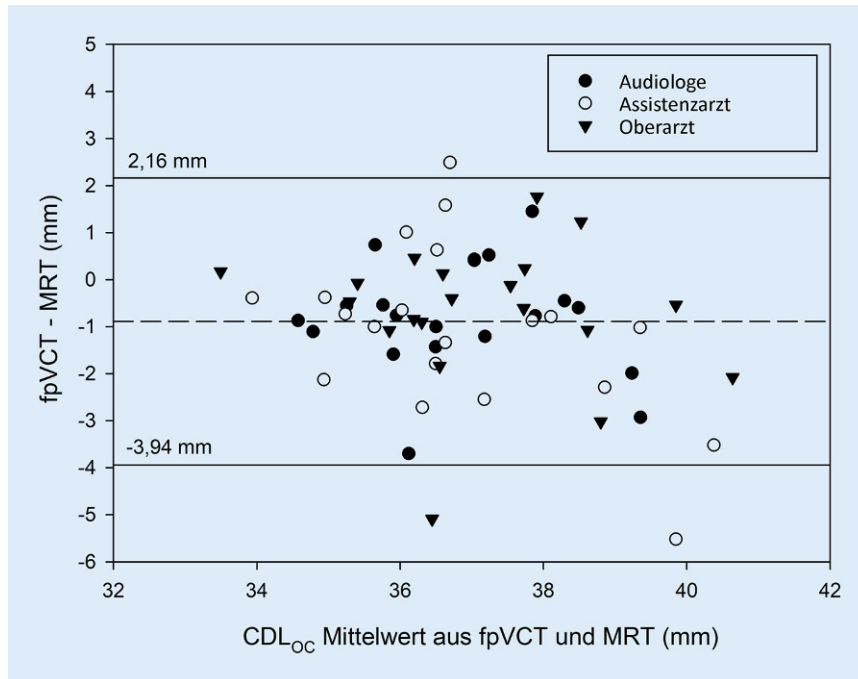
▲ Bland-Altman-Plot zur Darstellung der Diskrepanz der CDL-Messungen, abhängig von der Bildgebungsmodalität fpVCT und MRT. *Gestrichelte Linie* Mittelwert der Differenz aus fpVCT und MRT. *Durchgezogene Linien* $\pm 1,96 \times$ Standardabweichung der Differenz, dazwischen befinden sich klinisch akzeptable Abweichungen. Die Untersucher sind durch verschiedene Symbole gekennzeichnet. *Punkt* Audiologe/-in, *Kreis* Assistenzarzt/-ärztin, *Dreieck* CI-Chirurg/-in. *MRT* Magnetresonanztomographie; *fpVCT* Flachdetektor-Volumen-Computertomographie; *CDL_{OC}* Länge des Ductus cochlearis auf Höhe des Corti-Organ
